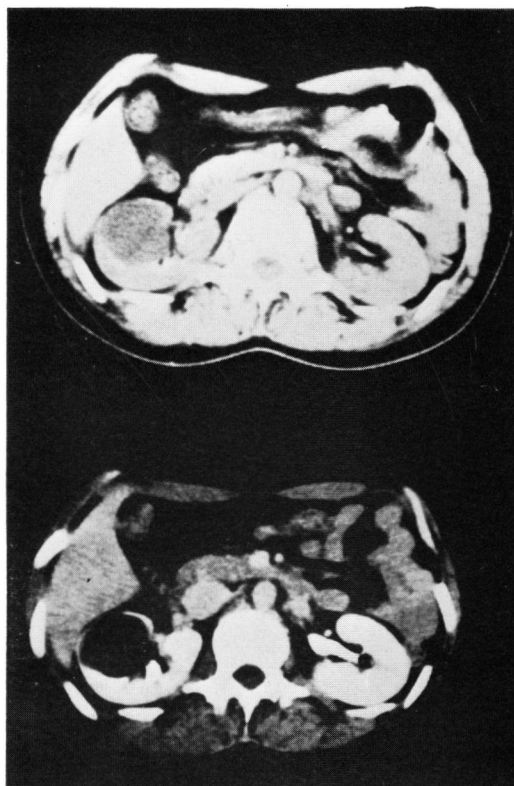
Simple renal cyst. Above: Precyst scan. Below: Postcontrast CT scan.
